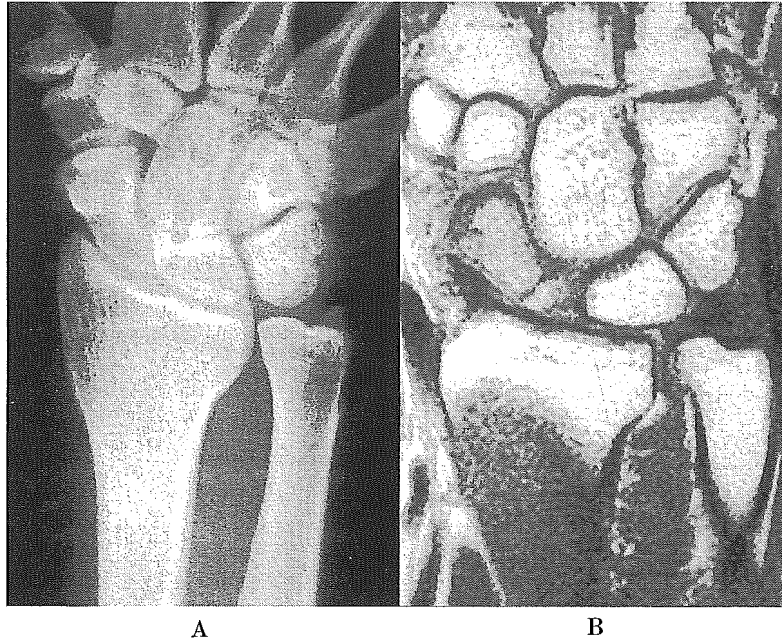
22歳男性, 右舟状骨近位極骨折, 受傷後1週間. (A)舟状骨撮影写真. 舟状骨撮影像にも骨折の存在が明らかではない. (B)MRI写真. 舟状骨近位部に明らかに骨折線が存在している.
